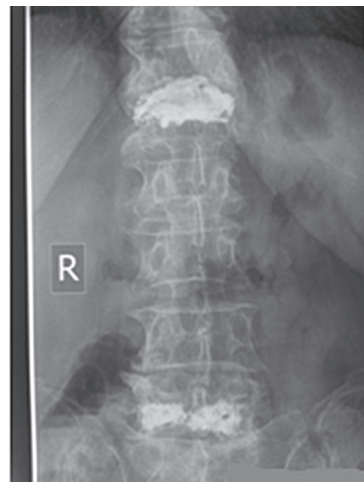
Рентгенограммы больного после вертебропластики
